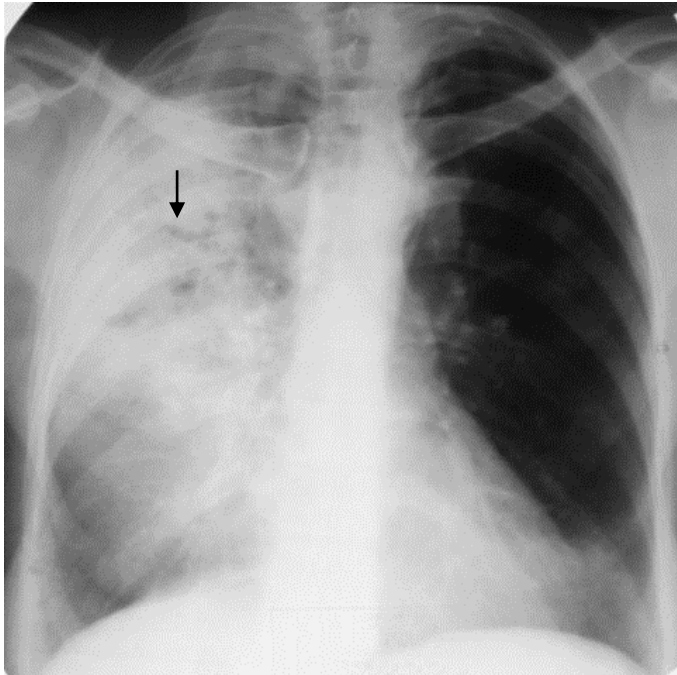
Обзорная рентгенограмма грудной клетки в прямой проекции. Обширное затемнение в правом легком с воздушной бронхограммой (стрелка). Крупозная пневмония нижней доли правого легкого
